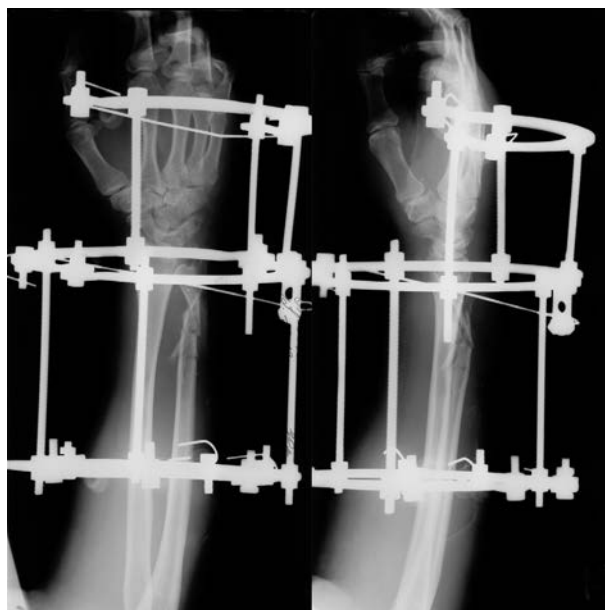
Рентгенограммы больного П. после операции.
